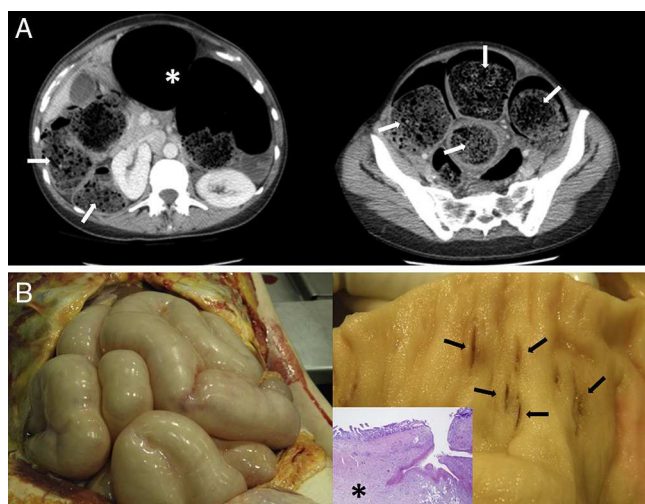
A) TC abdómino-pélvico: dolicomegasigma (asterisco blanco) y fecalomas (flechas blancas). B, izquierda) Gran dilatación de asas intestinales en el estudio autopsico. B, derecha) Úlceras en ID (flechas negras) e imagen microscópica (asterisco negro) de una de ellas (hematoxilina-eosina $\times 4$).
